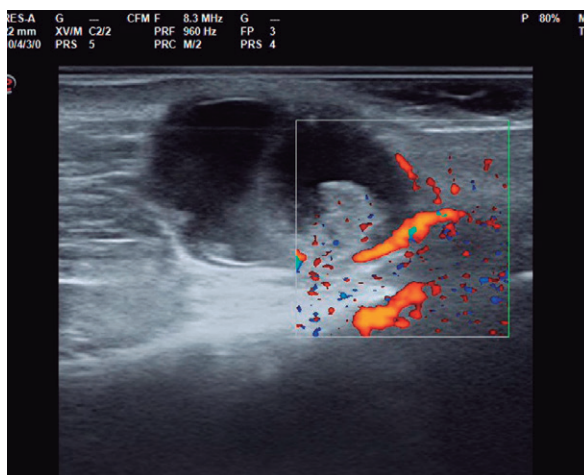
En el corte transversal con transductor a 18 MHz y modo dual *power* Doppler, se observa contigüidad anatómica con la arteria angular, y su imagen en espejo en profundidad a la tabla ósea (artefacto).
